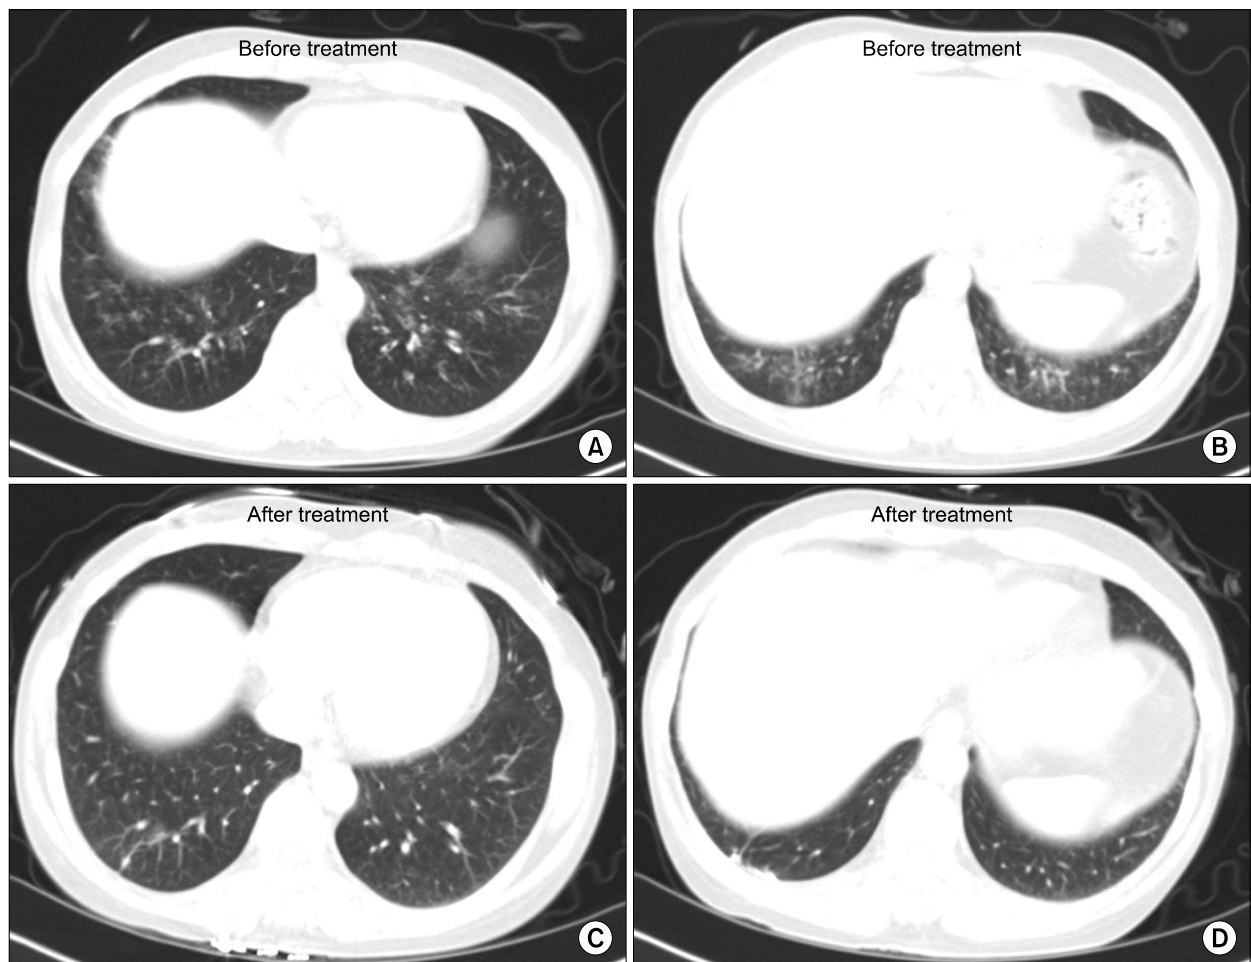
High resolution computed tomography (HRCT) at initial diagnosis showed irregular shaped nodules, air trapping, and bronchiectasia on both lower lobes (A, B). HRCT obtained after 3 months treatment on same level demonstrated improvement of previous noted lesions (C, D).
